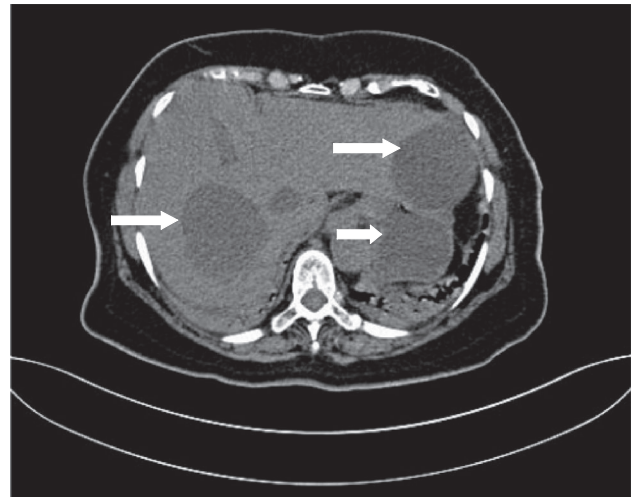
Tomografía simple de abdomen en donde se observan múltiples quistes hepáticos. (Flechas)
